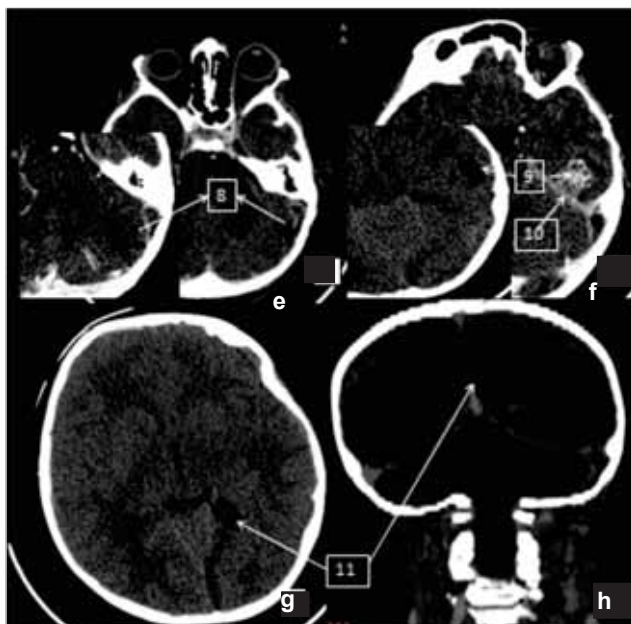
Examinare CT craniu
